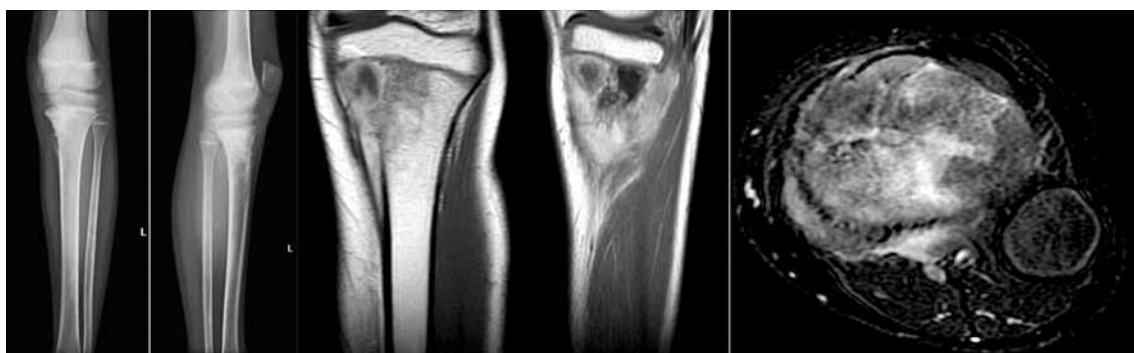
Предоперационная рентгенография и магнитно-резонансная томография пациентки К.
